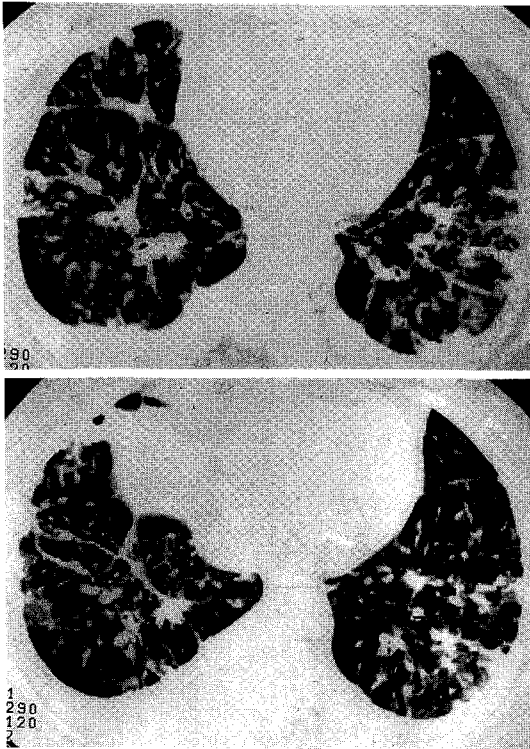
Lung window of high resolution resolution CT scans show nodular interlobular septal thickening and prominence of centrilobular structures.
